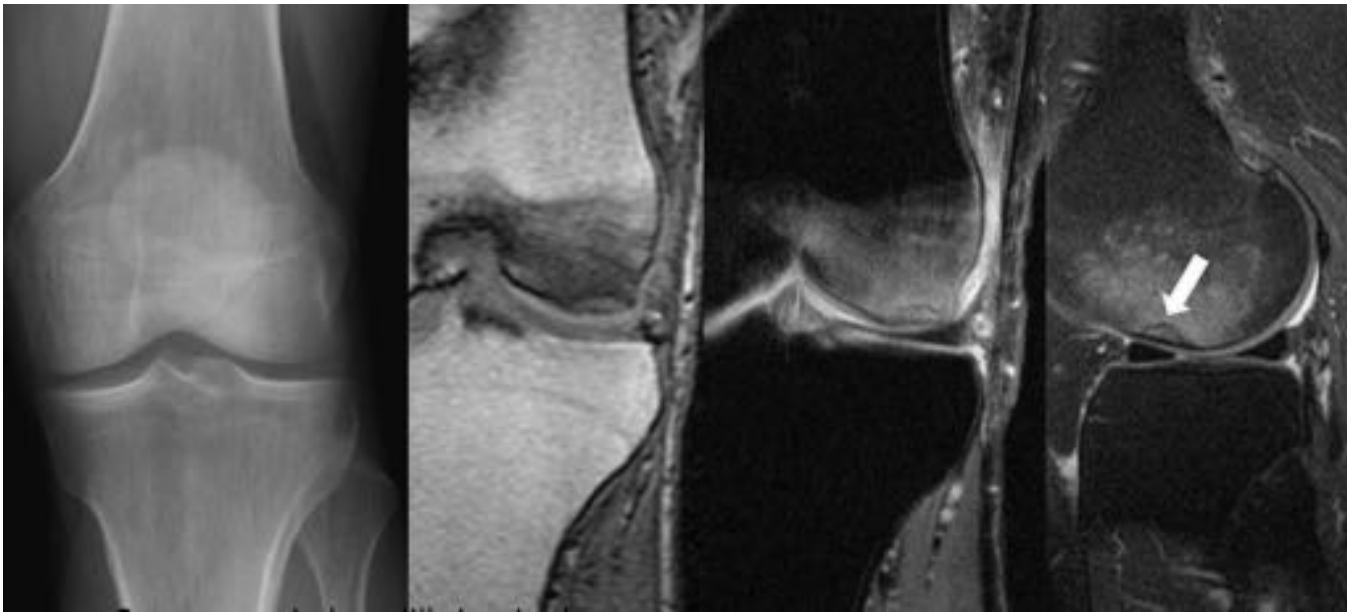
Osteonecrosis de rodilla izquierda Rx sin alteraciones. RM con cortes coronales y sagital potenc y DP con supresión grasa muestran una línea uniforme de baja señal con importante edema adyacente en femoral externo, que mantiene su estructura
